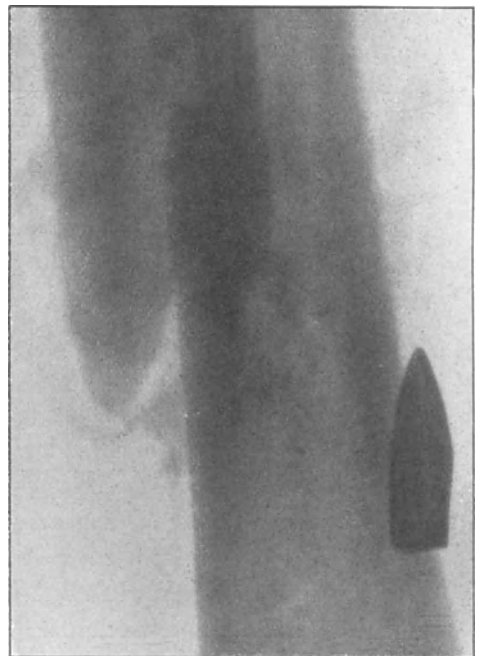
Nach Angabe des Verwundeten Granatverletzung des Oberschenkels. Das Röntgenbild läßt das Infanterie-Projektil erkennen.
